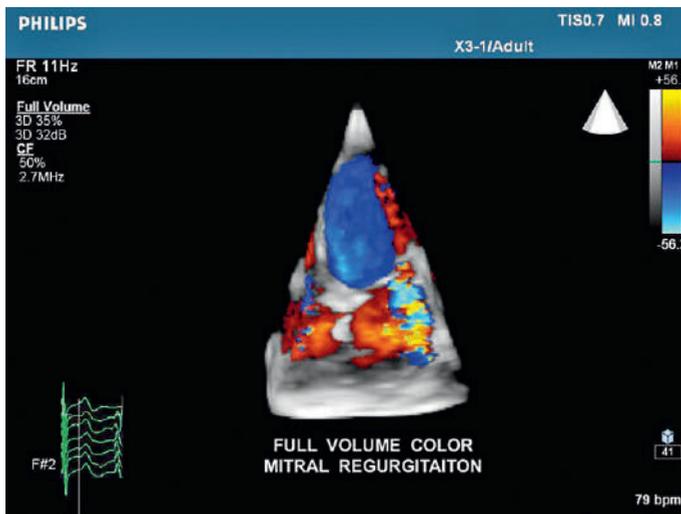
Régurgitation mitrale visualisée en mode Doppler couleur 3D full volume.
